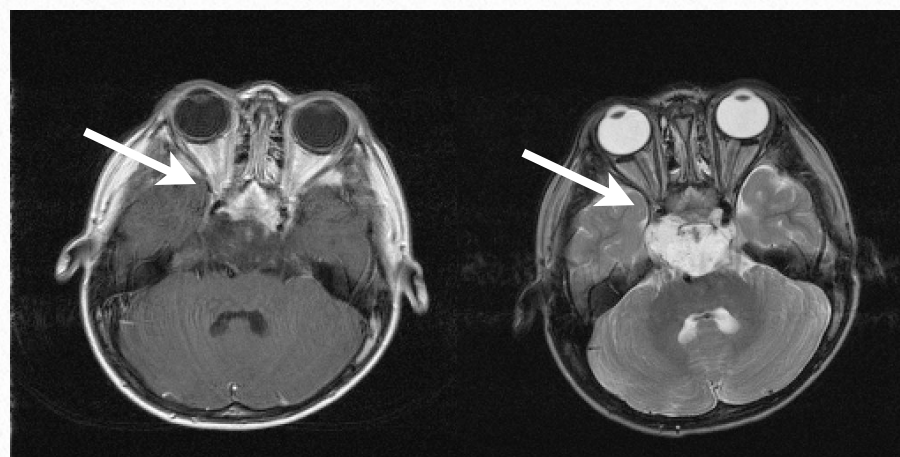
症例3・術前頭部MRI：頭部MRI T1WIでは、斜台を破壊して伸展した低信号の腫瘍が観察される。この病巣はT2WIでは脳脊髄液とほぼ同等の高信号を呈していた（→）。腫瘍は斜台を破壊し、腹側は蝶形骨洞へと伸展し、両側外側は海綿静脈洞まで伸展していた。さらに腹側では脳底動脈と橋を圧迫していた。
